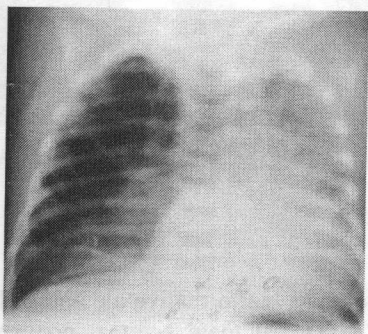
Radiografie preoperatorie. Sindrom polichistic compresiv cu afectarea plămânului drept.
